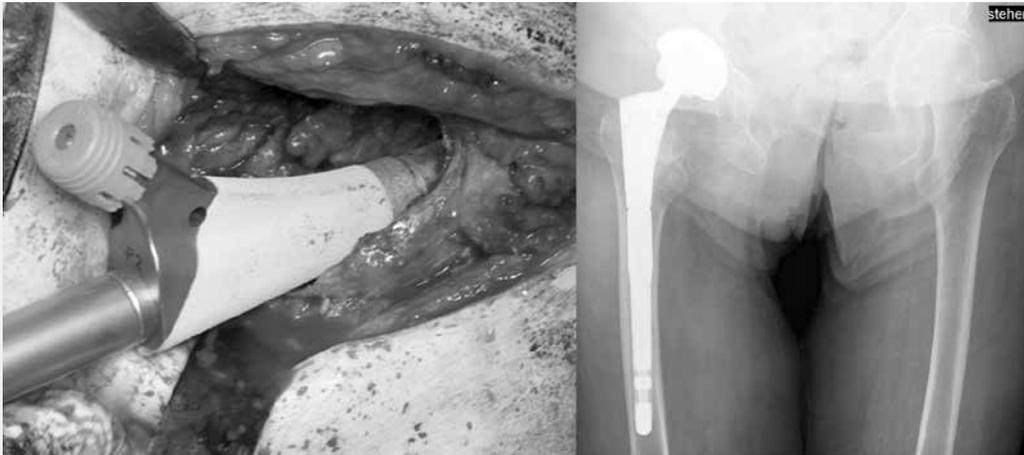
Wiedereinbau einer modularen Revisionsprothese aufgrund eines größeren Knochendefektes (links) und postoperative Röntgenkontrolle (rechts).
